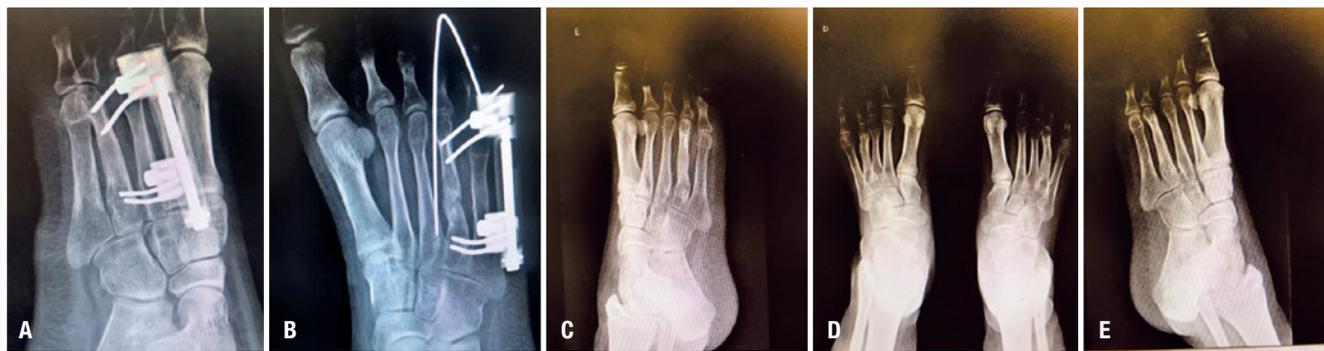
A e B. Demonstração a radiografia em incidência oblíqua do pé direito e esquerdo, demonstrando o atraso na consolidação óssea, principalmente do lado direito. C, D e E. Observamos radiografias em anteroposterior e oblíquas demonstrando a consolidação óssea completa e o adequado alinhamento metatarsal após 6 meses do início do tratamento
